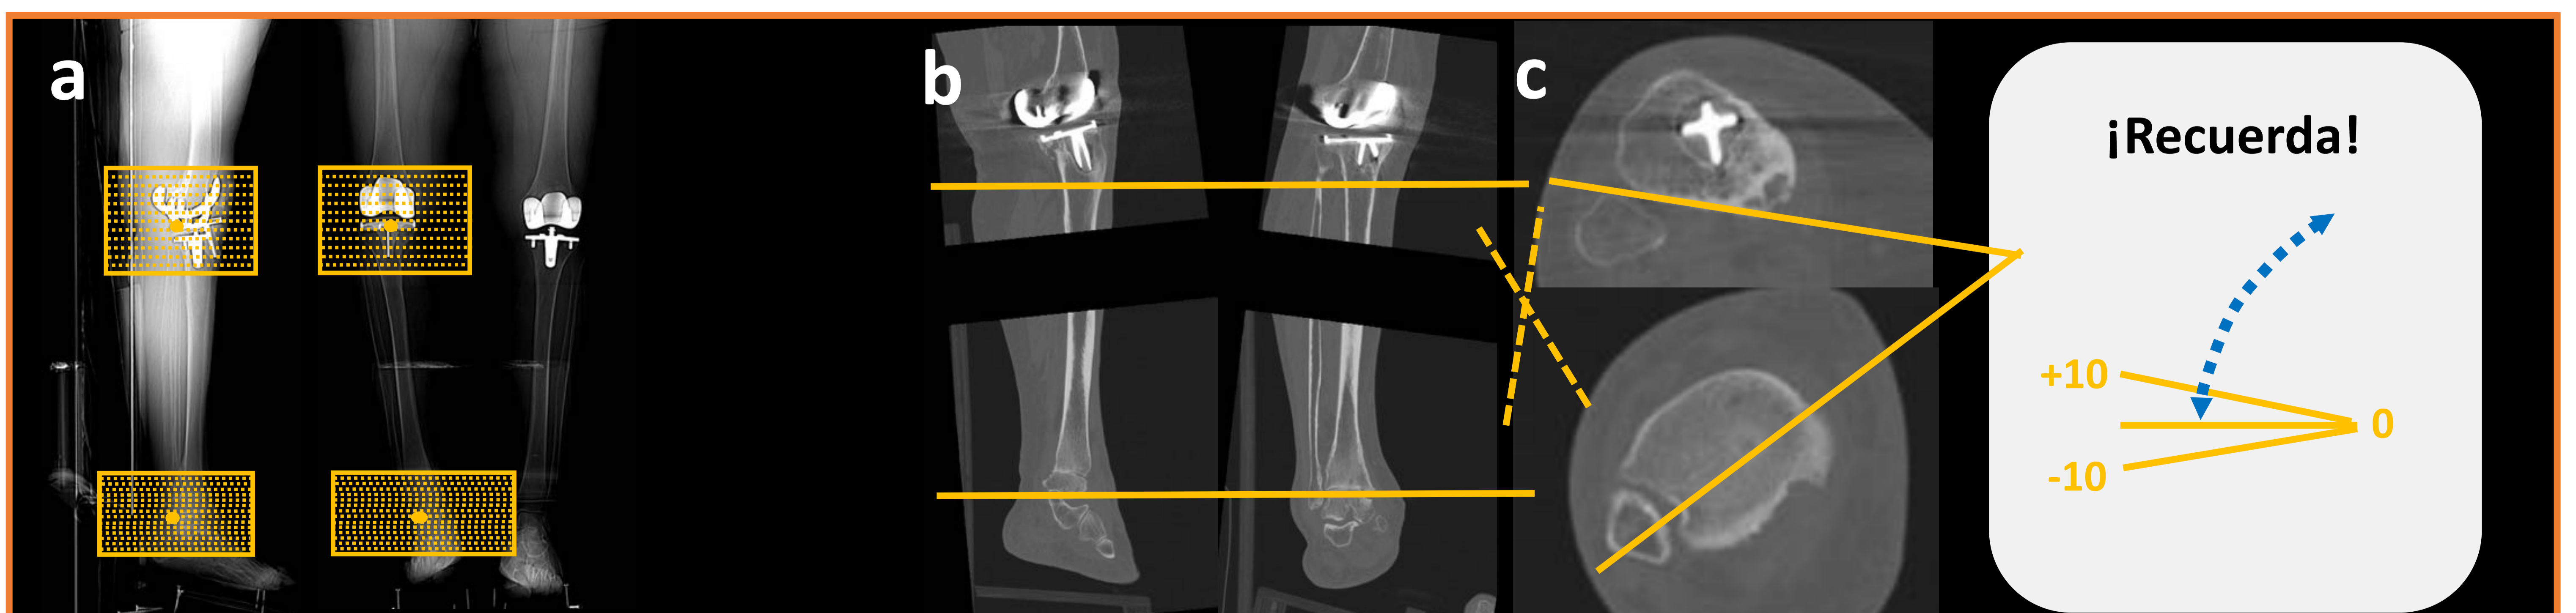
Medida del ángulo de torsión tibial en TC de MID de paciente candidata a PTT. Paciente con ángulo patológico e incompatible con la colocación de PTT.
